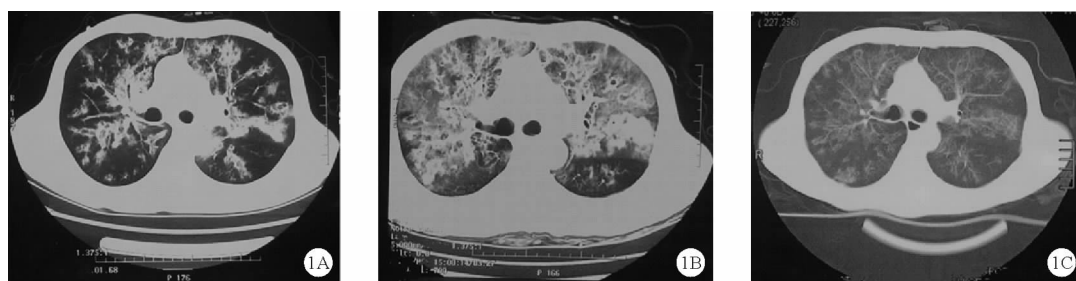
患者胸部 CT 检查结果(A:2018 年 10 月 19 日;B:2018 年 10 月 25 日;C:2018 年 11 月 2 日)
